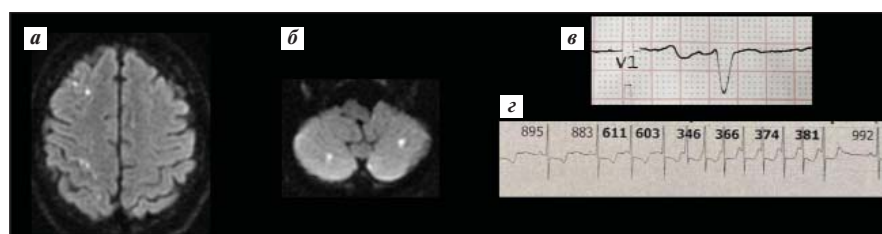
Клинический пример КЭИ. Пациент С., 64 лет. 09.03.2021 чистил машину от снега, внезапно развилась слабость в левой руке. Госпитализирован в стационар, выполнена МРТ головного мозга, визуализированы множественные мелкие инфаркты в обоих полушариях мозжечка и бассейне правой средней мозговой артерии (а, б). В результате диагностического поиска установлен ESUS. Обращало на себя внимание наличие на ЭКГ двухфазного зубца Р в отведении V₁ (в). При суточном холтеровском мониторировании выявлено 17 пароксизмов наджелудочковой тахикардии (г). При этом увеличения ЛП по данным ЭхоКГ не было. Пациент выписан с рекомендацией в качестве антитромботической терапии принимать ацетилсалициловую кислоту. В ноябре 2021 г. при плановой ЭКГ выявлена ФП, назначен ПОАК
